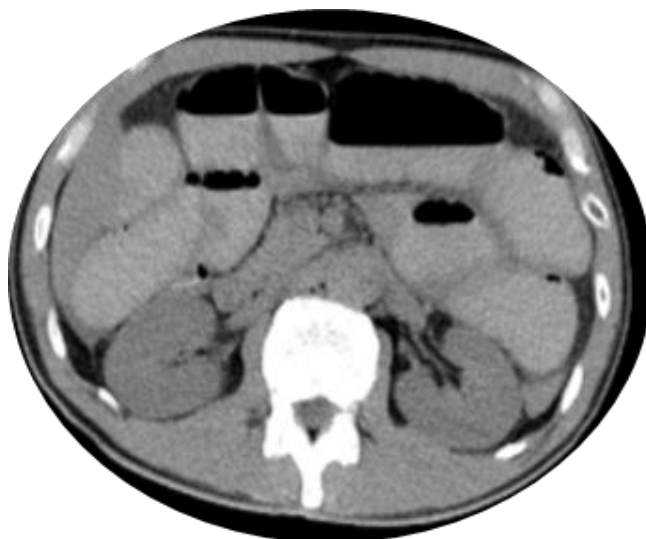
Компьютерная томография – признаки энтеростаза
